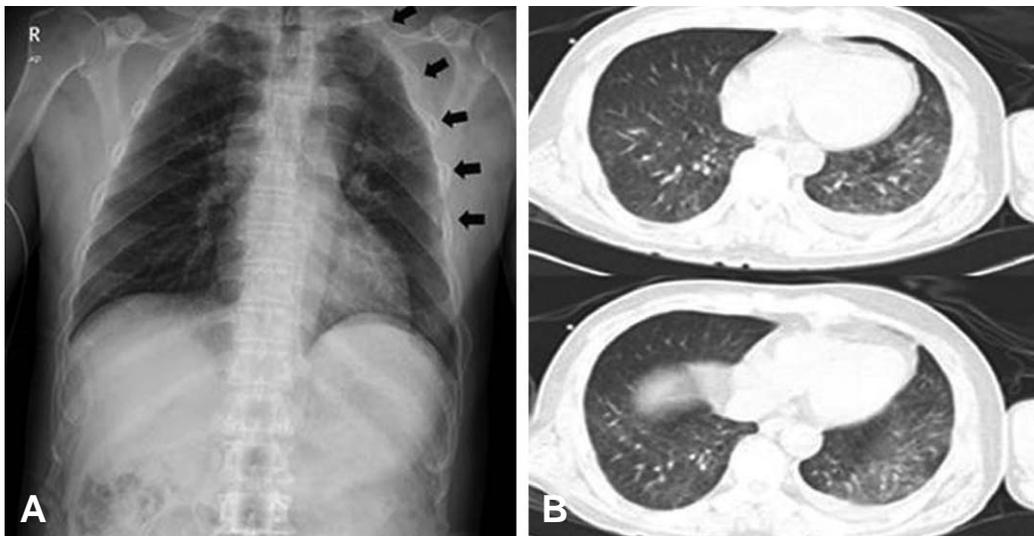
Initial radiologic evaluation. (A) Chest AP demonstrates multiple rib fractures including 5 ribs of left lung. (B) Computed tomography demonstrates the ground-glass opacity in the lateral portion of the left lower lobe consistent with a pulmonary contusion.
